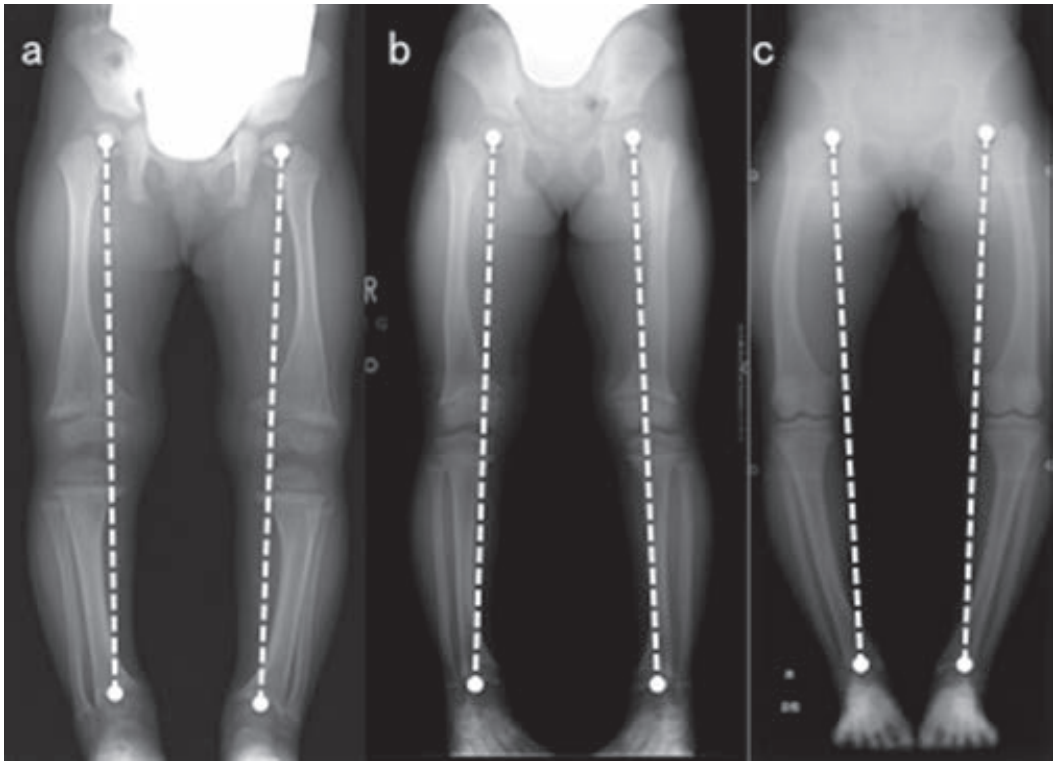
表1 症例7の単純X線経過(白破線はMikulicz線)
